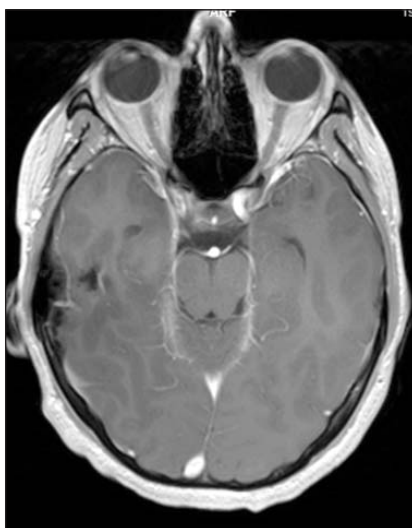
МРТ головного мозга в Т2-взвешенном изображении: признаков очаговых изменений не обнаружено
